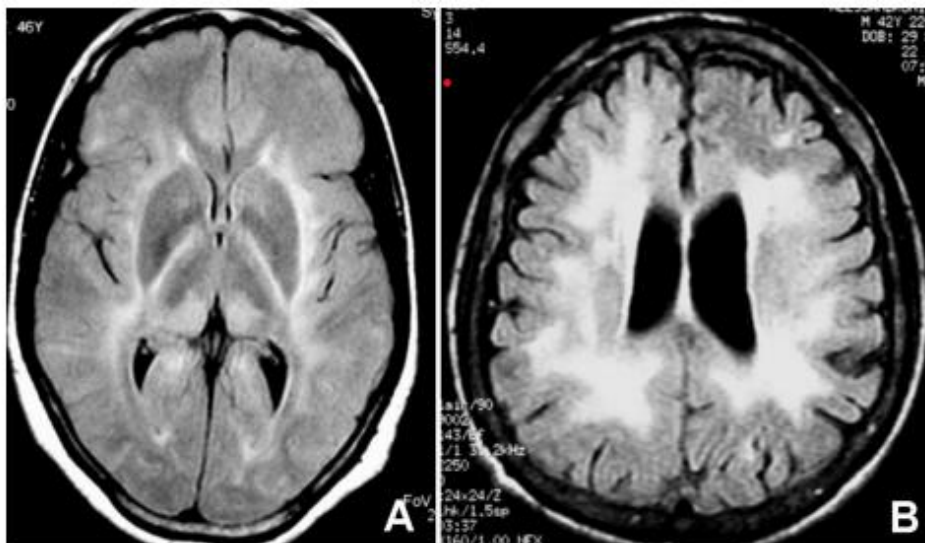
encéphalite due au VIH (IRM FLAIR). A. Forme d'intensité modérée. B. Forme extensive des anomalies de signal. À noter l'absence de corrélation entre l'intensité des lésions IRM et les manifestations cliniques [27].
